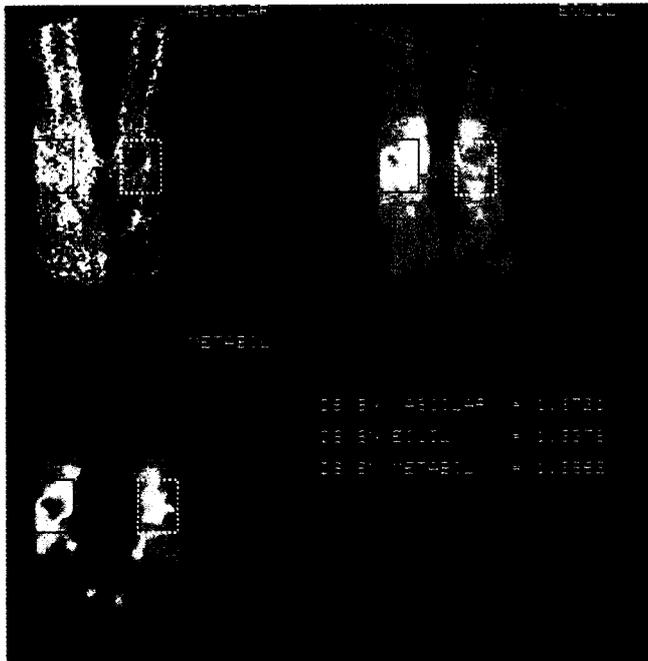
D.P.D. 110 h.: scintigrafia ossea trifasica dei piedi con 99 mTc MDP (555 MBq). (Foto sopra) in corrispondenza del cuboide di destra si rileva significativo aumento della radioconcentrazione sia nelle fasi precoci (vascolare e di diffusione) e sia in fase tardiva (osteometabolica). L'analisi dei rapporti di fissazione dimostra un decremento dei valori dalla 1° fase alla 3°. (Foto sotto) esame tardivo anche in registrazione laterale. Diagnosi: frattura da stress recente.
